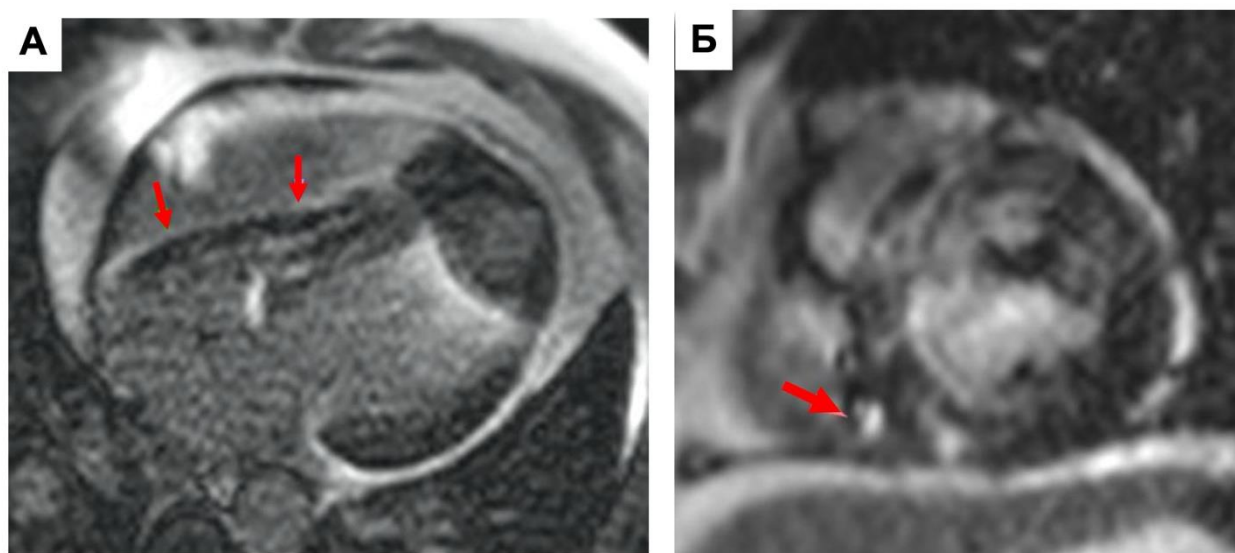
Клинический пример, пациент Г. МРТ сердца с имплантированным ЭКС, в полостях ПП и ПЖ отмечаются артефакты от имплантированных электродов (стрелки). Также отмечаются артефакты восприимчивости в верхушке сердца, по передней стенке ПЖ и частично по переднему сегменту ЛЖ: А - отсроченное контрастирование, PSIR, 4х-камерная плоскость; Б - отсроченное контрастирование, PSIR, короткая ось [223].
